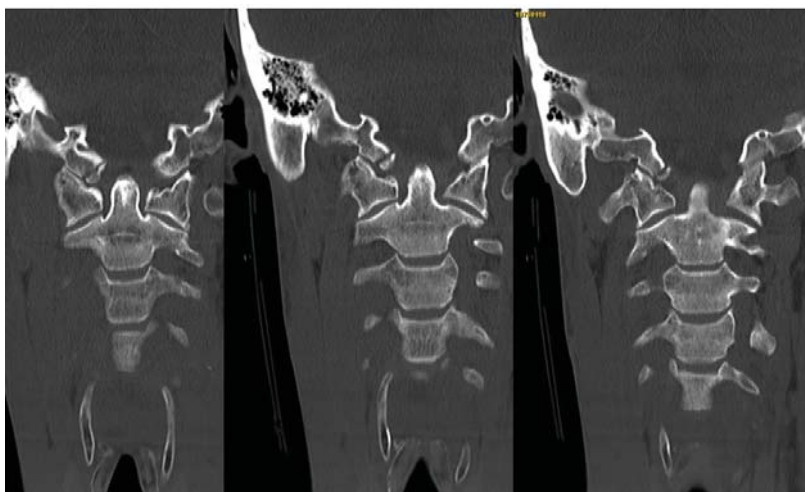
Tomografía axial computarizada del paciente: fractura cóndilo occipital derecho.
